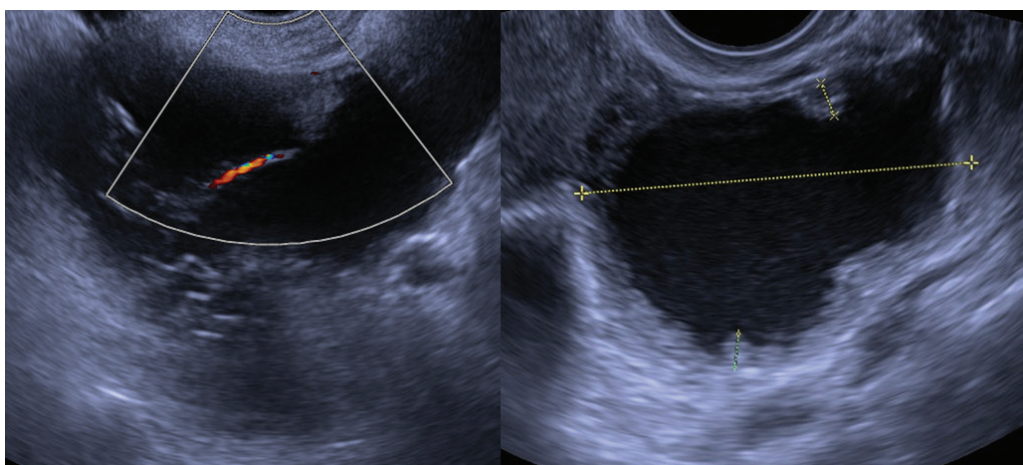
Ультразвуковая томограмма опухоли, измерение пристеночных сосочковых структур
